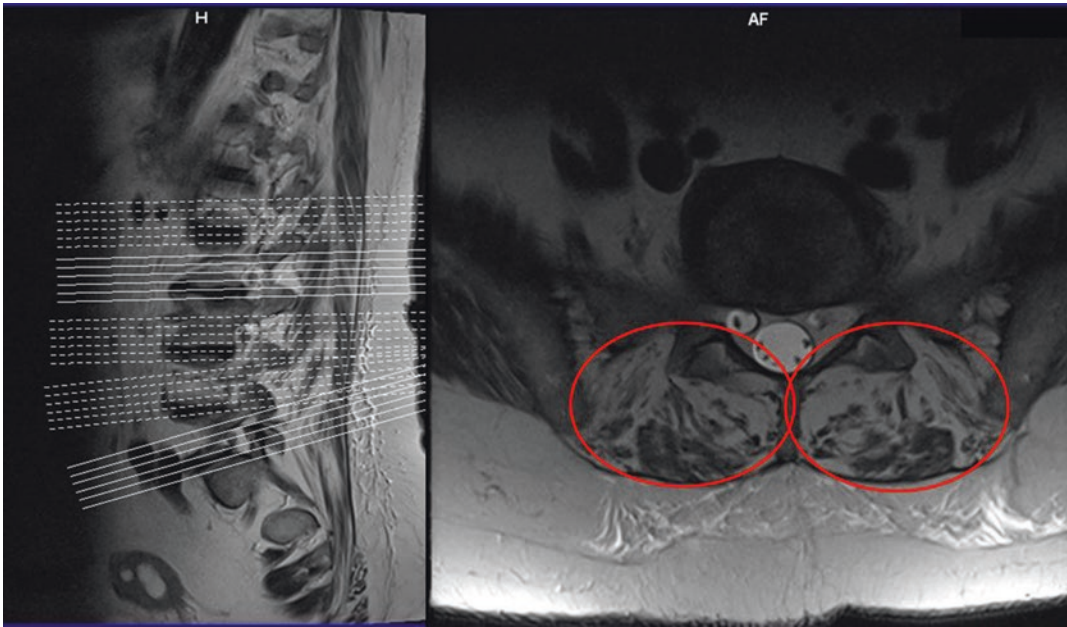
MRI der paravertebralen Muskulatur einer 49-jährigen adipösen Patientin mit einem anamnestisch nicht mehr sicher anzugebenden Zeitraum chronischer Rückenschmerzen mit pseudoradikulären Symptomen. Es liegt eine schon erhebliche Sarkopenie vor
